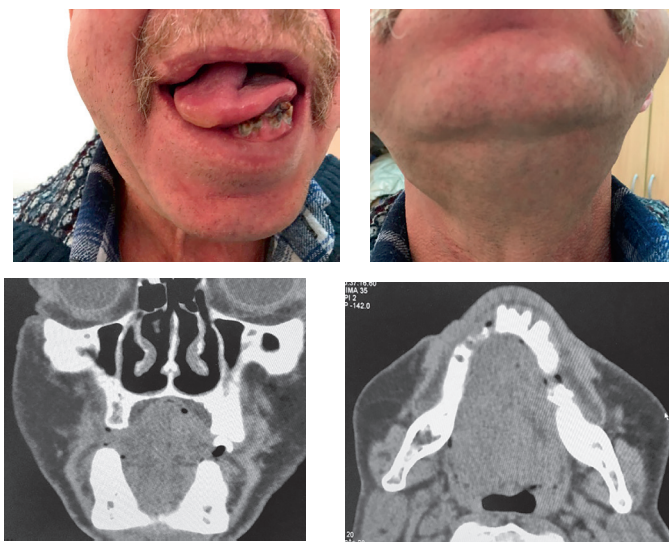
Карцинома дна полости рта, поражение тканей дна полости рта, языка, подбородочного отдела нижней челюсти, инфильтративная форма. Выбухание, уплотнение тканей подподбородочной области (а), ограничение подвижности языка, ограниченное открывание рта (б). Затруднена речь, прием пищи. Компьютерные томограммы дна полости рта во фронтальной и сагиттальной проекциях (в, г). Однородная, гомогенная инфильтрация тканей дна полости рта, очаговая деструкция подбородочного отдела нижней челюсти справа, подкожный лимфостаз околоушных, щечных областей с двух сторон (в, г). Пациент Ф., 55 лет, курильщик
